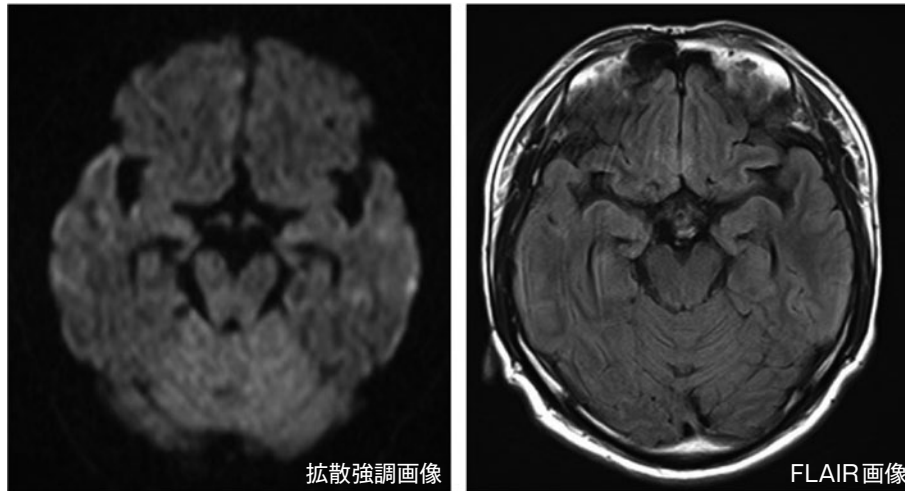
脳炎発症時脳造影MRI所見. 拡散強調画像, FLAIR画像ともに特に異常所見は指摘できなかった.
